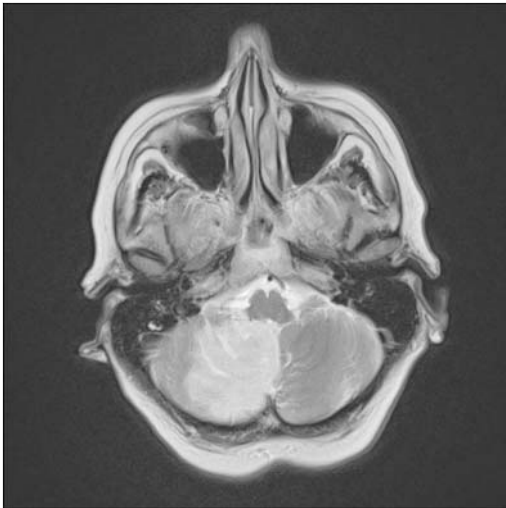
Kleinhirnininfarkt. MRT eines großen Kleinhirnininfarktes im Versorgungsgebiet der rechten A. cerebelli posterior inferior (PICA), der sich monosymptomatisch mit akutem Schwindel manifestiert.
